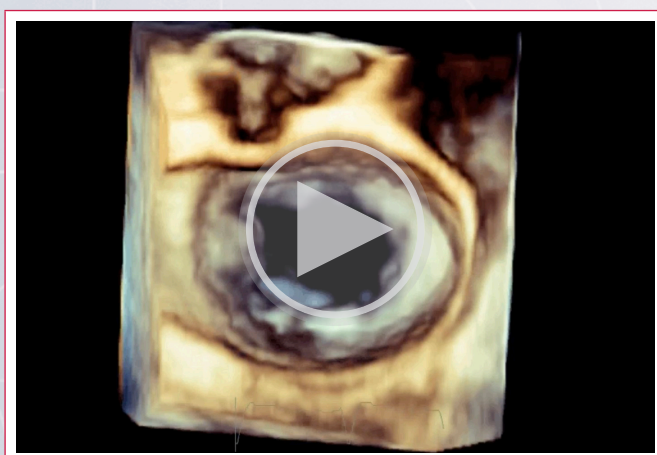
Mediante ecocardiografía tridimensional es posible visualizar y localizar el prolapso en la comisura anterolateral (flecha roja en las imágenes superiores). En las imágenes inferiores se enfoca la válvula mitral desde la comisura anterolateral (a la izquierda) y desde la comisura posteromedial (a la derecha).
